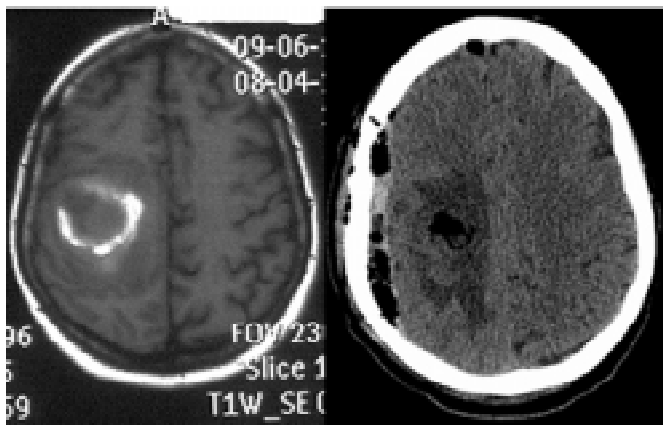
Спостереження те саме. Зліва — МРТ, проведена в доопераційному періоді, справа — КТ, проведена у ранньому післяопераційному періоді
